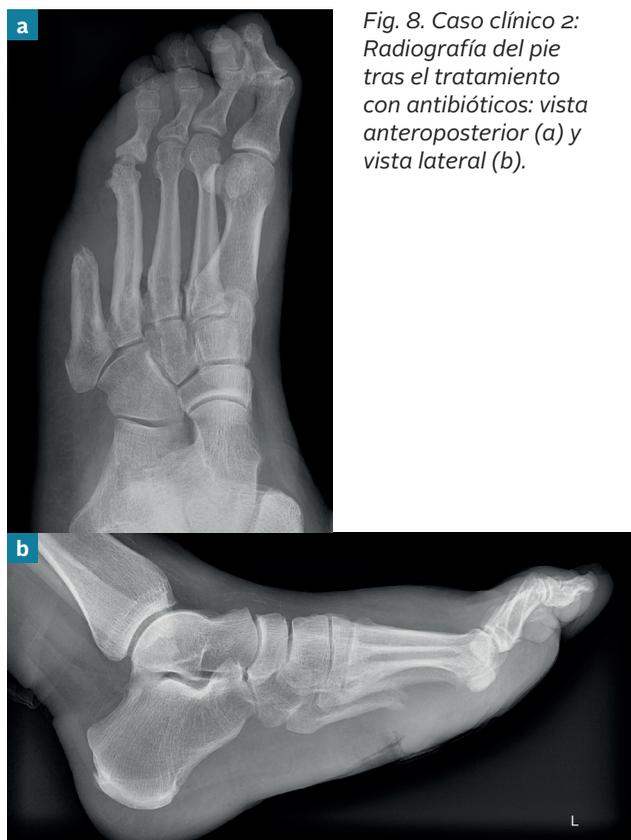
Caso clínico 2: Radiografía del pie tras el tratamiento con antibióticos: vista anteroposterior (a) y vista lateral (b).
